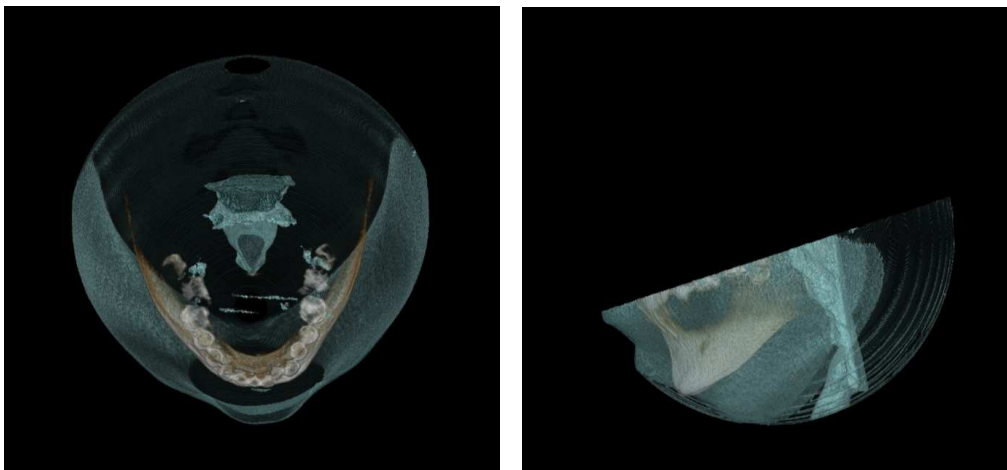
Measurement of CBCT image at the level of MAS.
